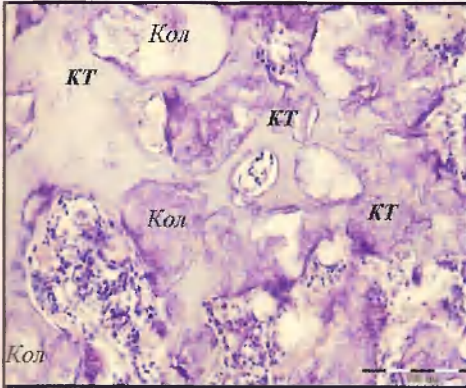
№ 4. В области интермедиарной мозоли пласт новообразованных костных трабекул (КТ), внутри которых определяются частицы Коллапана (Кол). 5-я группа животных. 30 суток после имплантации. Окраска гематоксилином и эозином. X400.
